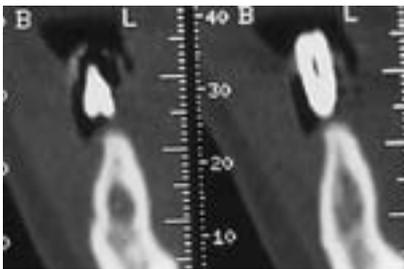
CT-Darstellung gestattet Messung. – Abb. 5: Suprastruktur auf Implantate 46, 47. – Abb. 6: Röntgenkontrollaufnahme sechs Monate Post-OP, gut mineralisierter Kieferkamm, 5 mm breit, optimal osseointegrierte Implantate zeigen bukkal keine Fenestration oder Dehiszenz.
